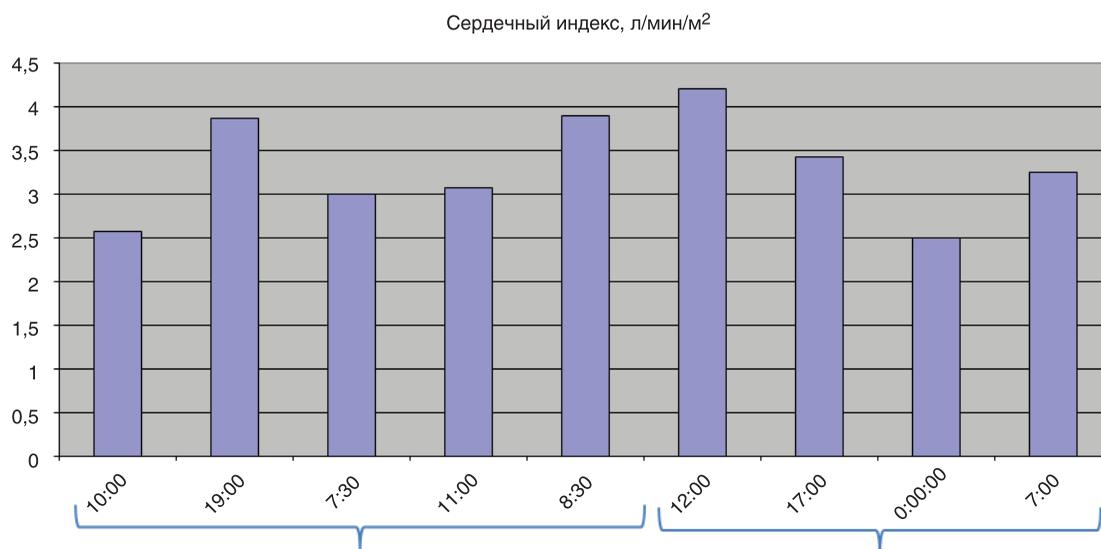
Динамика сердечного индекса в ходе инфузии серелаксина.
